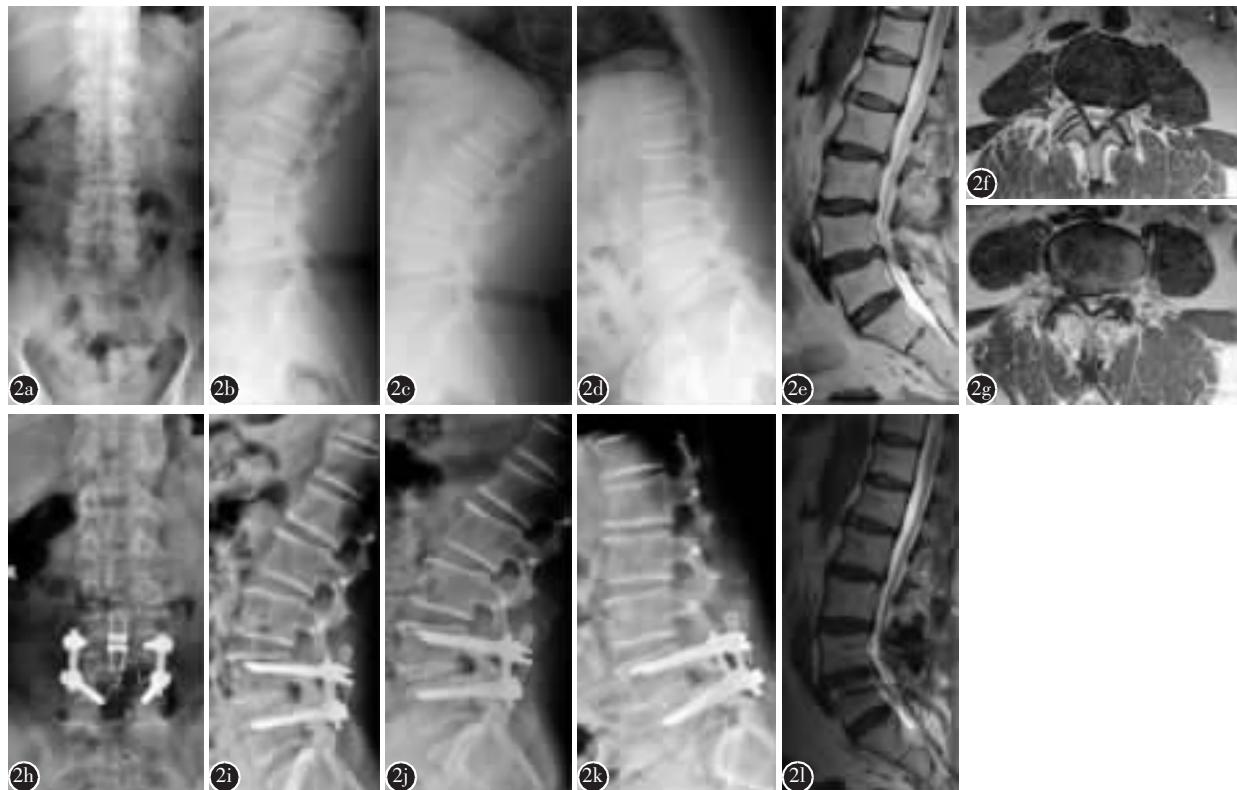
患者男,58岁,腰部疼痛伴间歇性跛行3年,双下肢疼痛麻木2个月 a-d 术前正侧位、过伸过屈位X线片示L4/5椎间隙高度降低,其余椎体序列和椎间盘高度正常,腰椎前凸角32°,L4/5活动度4.5°,L3/4活动度6°,L2/3活动度5.5° e-g 术前腰椎MRI示L3/4椎管狭窄,L4/5椎间盘突出,L4/5椎间盘Pfirrmann分级6级;L3/4椎间盘Pfirrmann分级3级;L2/3椎间盘Pfirrmann分级2级 h-k L4/5后路开窗减压椎弓根螺钉内固定椎间cage植骨融合+L3/4开窗减压棘突间Coflex置入术后3年腰椎X线片示Coflex置入节段和上位相邻节段椎间隙高度和椎间隙活动度正常,未见Coflex置入节段相邻节段滑移,腰椎前凸角38°,L4/5活动度1.5°,L3/4活动度7°,L2/3活动度6° l 术后3年腰椎MRI示L3/4椎间盘Pfirrmann分级3级;L2/3椎间盘Pfirrmann分级2级
